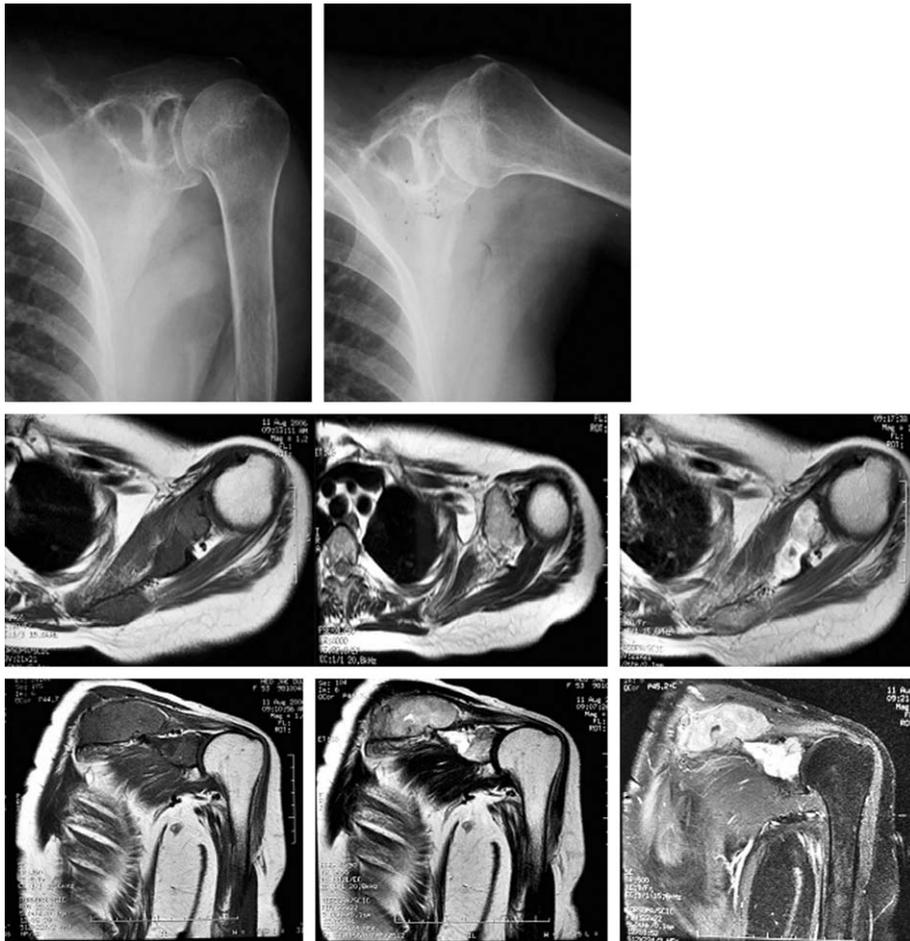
Pre OP Lt. shoulder X-ray & MR Image.
